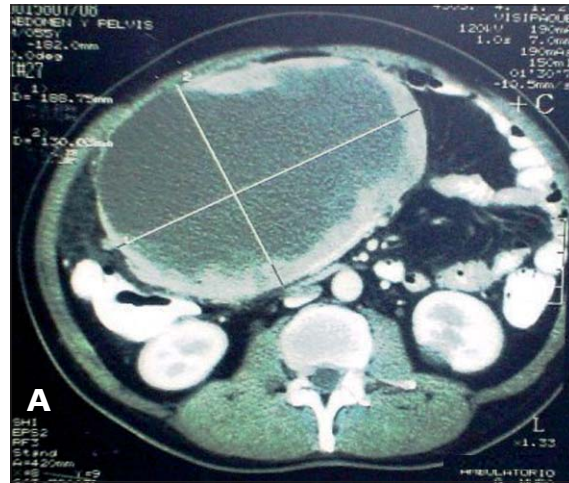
A) Tomografía abdominal tomada en enero de 2007, que muestra un GIST quístico que medía aproximadamente 25 cm de diámetro. B) GIST gástrico quístico *in situ* durante la primera cirugía. La cápsula nodular y gruesa se encontraba cubierta de epiplón mayor y gruesos vasos venosos. El quiste contenía material necrótico y hemorrágico, elementos asociados a malignidad.
